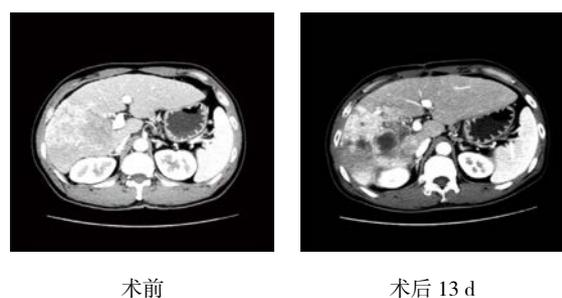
右半肝巨大肝癌伴门静脉右支癌栓患者术前和第一次手术后 13 d 同一层面 CT 影像
